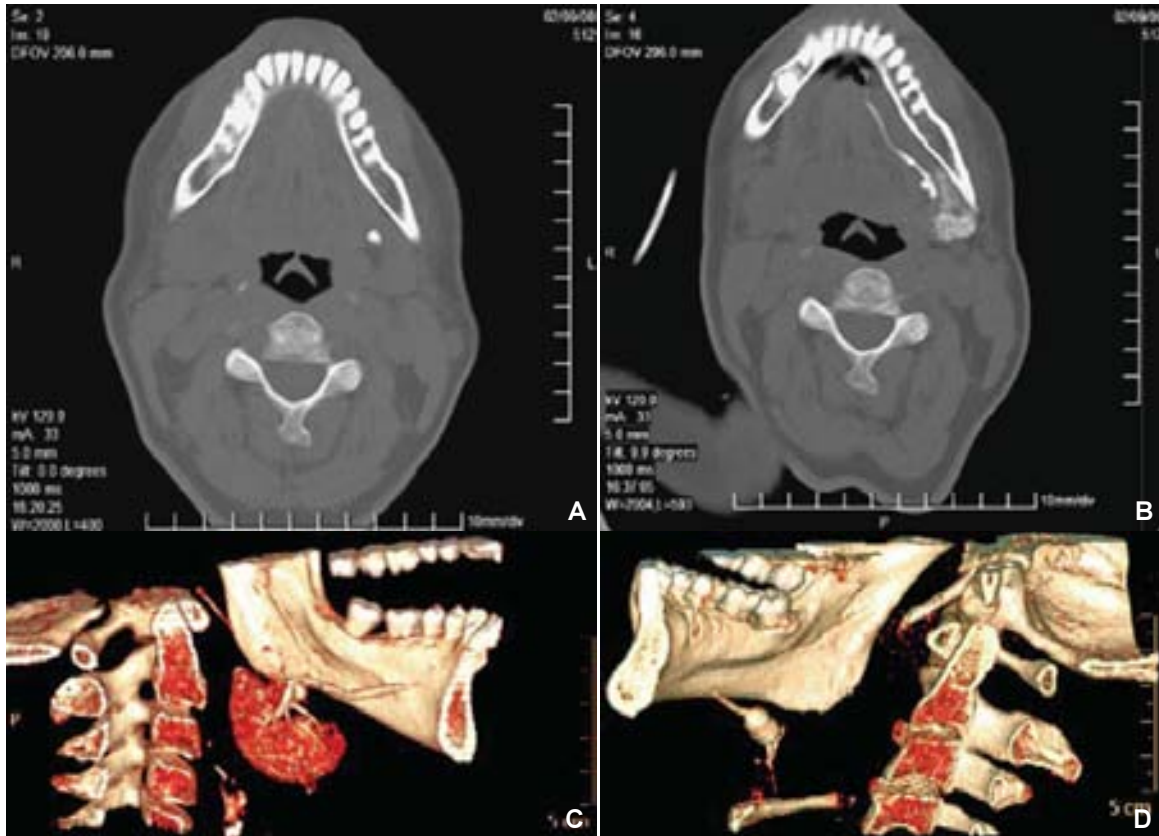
Femenino de 46 años referida por sialolitiasis. (A) Fase simple en donde se observa una lesión de densidad cálcica a nivel de conducto submandibular. (B) Sialotomografía Multicorte en donde se observa que la lesión cálcica se encuentra dentro del conducto salival sin dilatación del mismo. (C) Reconstrucción tridimensional donde se observa la posición exacta del sialolito. (D) Sialolitiasis de la glándula submandibular, la cual obstruye todo el conducto salival.
